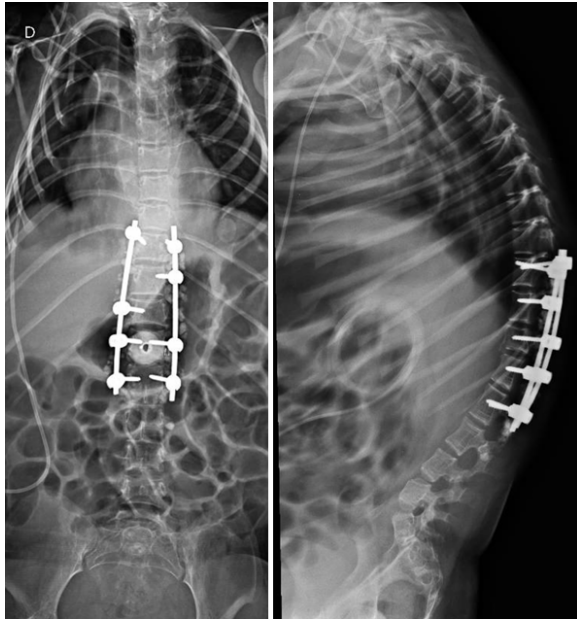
Radiografia no pós-operatório imediato demonstrando adequada redução da fratura e posicionamento satisfatório do material de síntese após artrodese posterior T10–L2.
